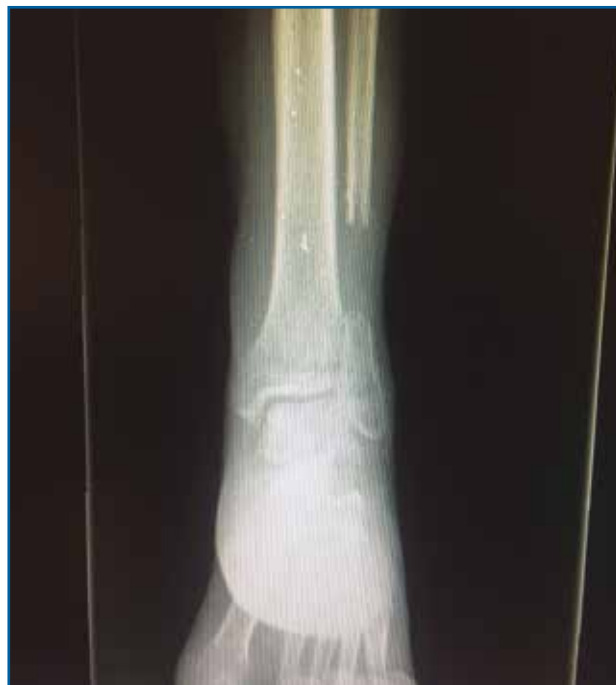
Radiografía tomada 5 meses después, tras el tratamiento conservador.
